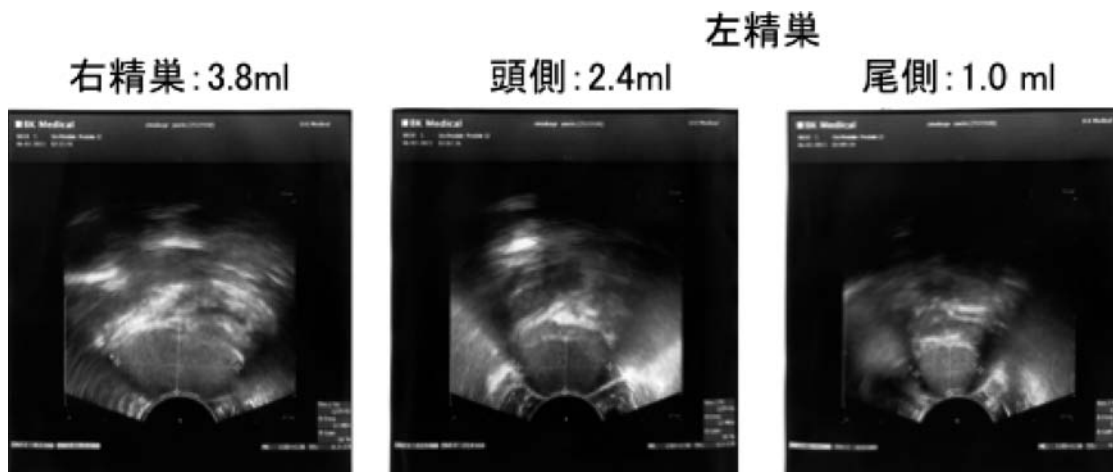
Ultrasound examination of right and left testes.
